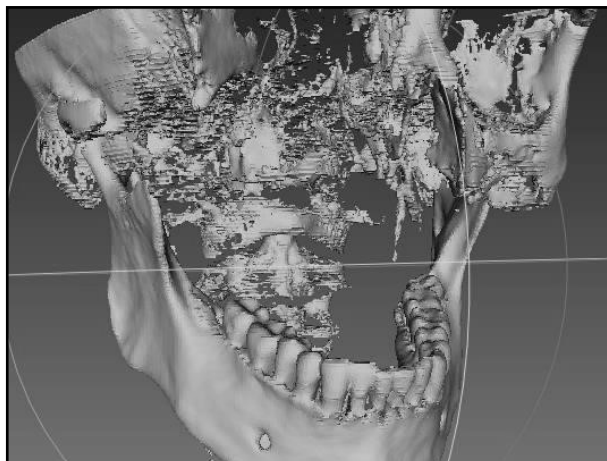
Спиральная компьютерная томограмма костного дефекта.
